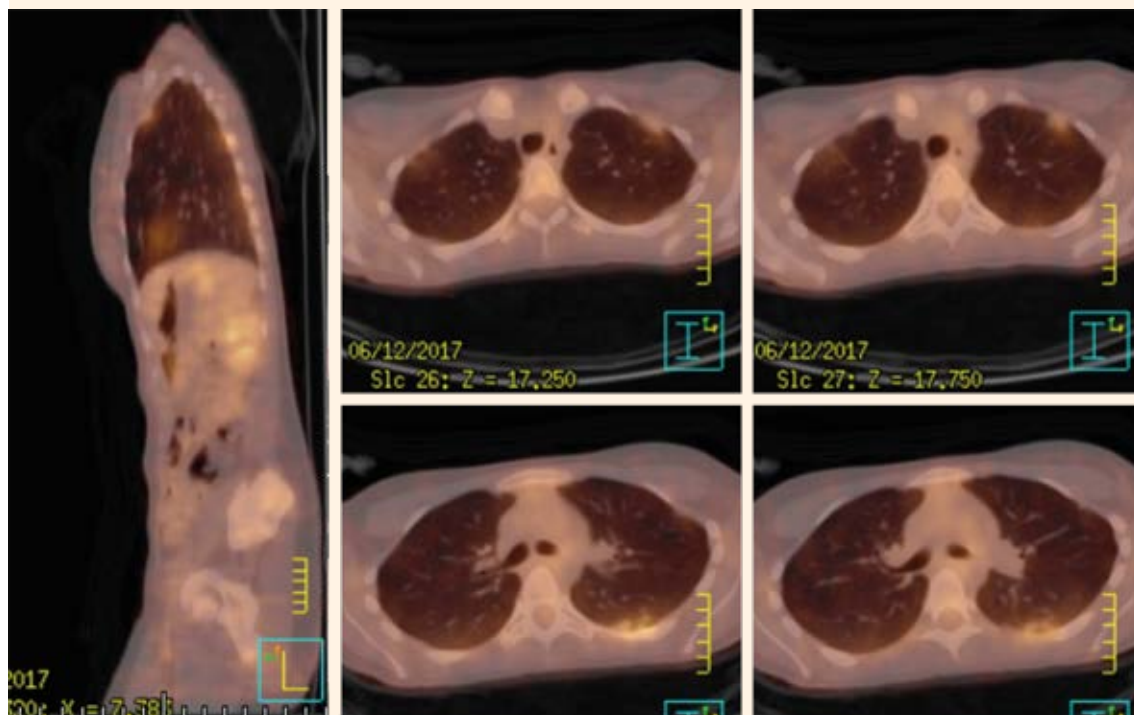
PET-TAC de control postratamiento. Ausencia de enfermedad a los 9 meses.
